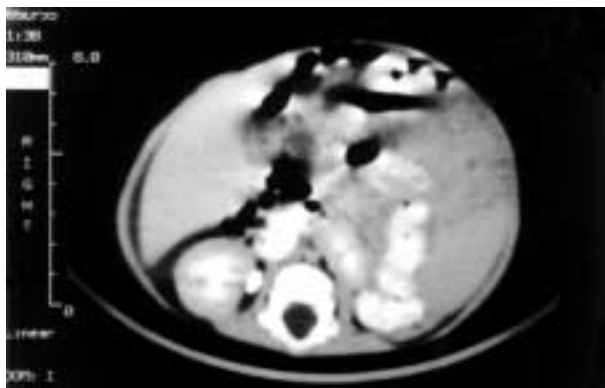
Sección transversal de TAC donde se aprecia líquido ascítico libre en cavidad abdominal, y riñón ectópico izquierdo en posición prevertebral con duplicidad y megauréter derecho.
